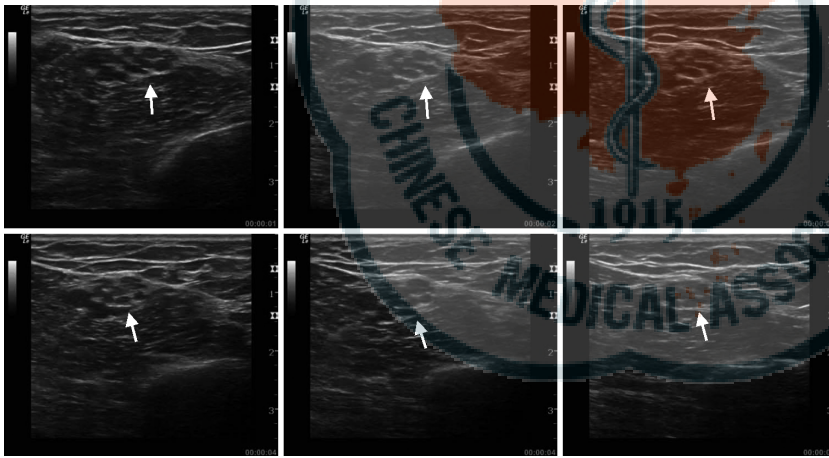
CMT1 的尺神经从肘部至腋部的神经超声连续扫描横截面图; 可见神经明显增粗, 但增粗程度较为均一。白箭头所指为神经结构, 下图同
